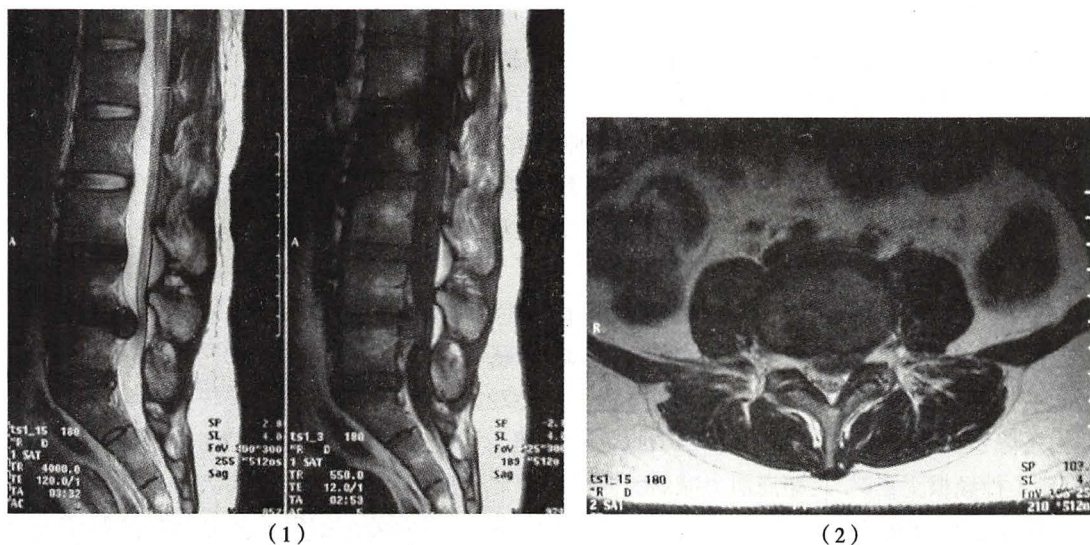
腰 4~腰 5 椎间盘突出 MRI
